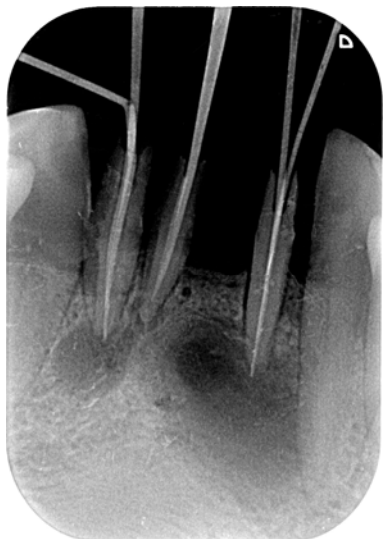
Рентгенограма 31, 32, 42-го зубів до лікування. Діагноз: хронічний гранулематозний періодонтит 31, 32, 42-го зубів
